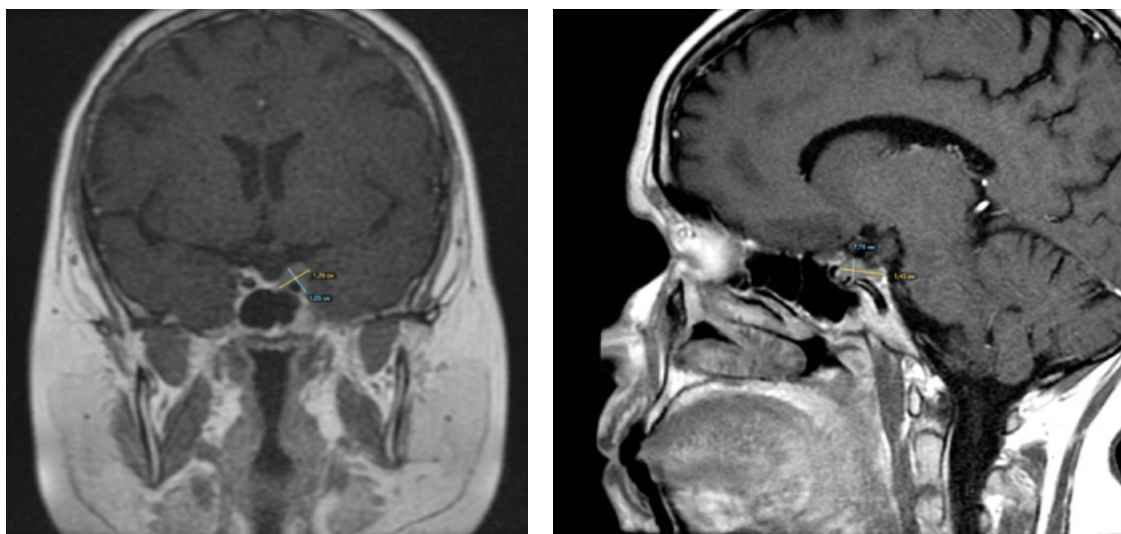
МРТ гипофиза пациентки С.
